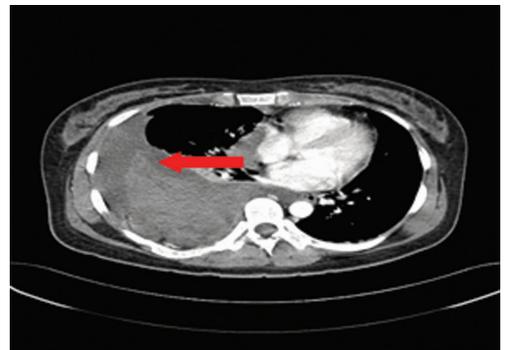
穿刺术后增强 CT 图像 (右侧胸腔大量积血)
